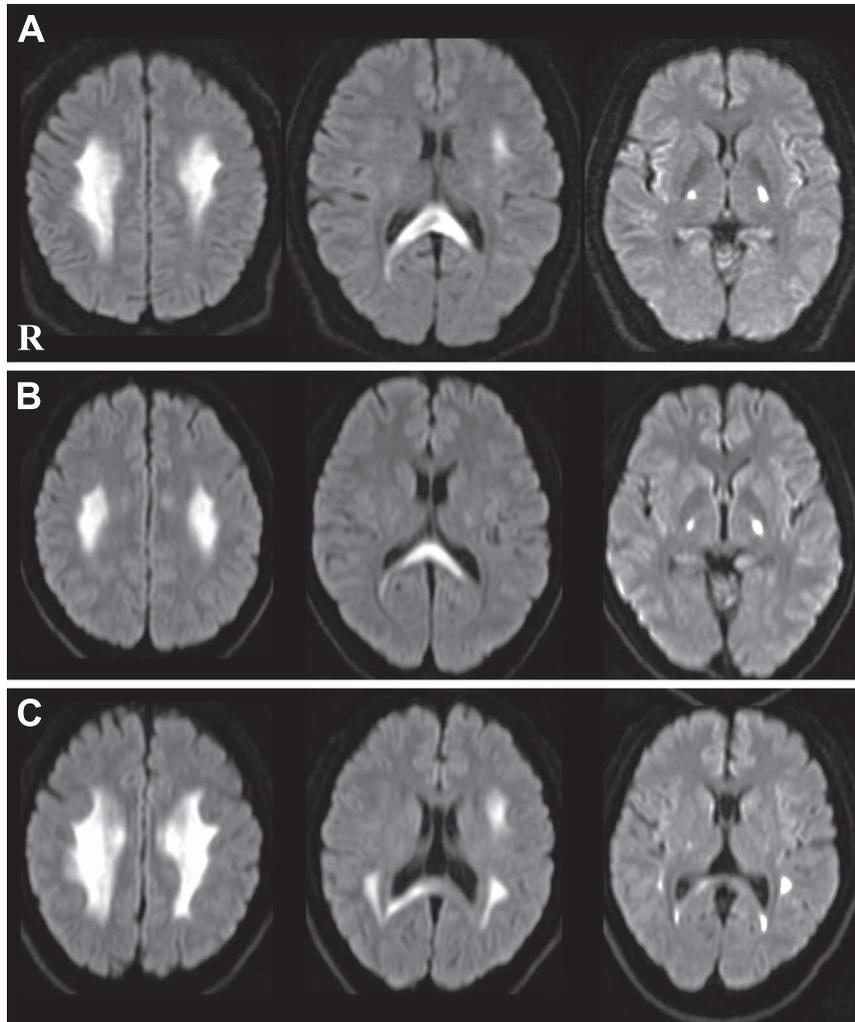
Brain MRI of the present case and siblings.
